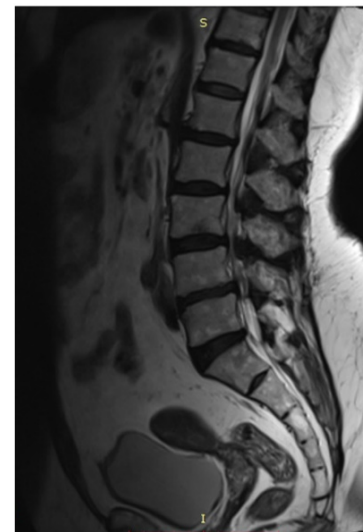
Stenoza canalului medular, IRM, secvență T2-ponderată în incidența sagitală
